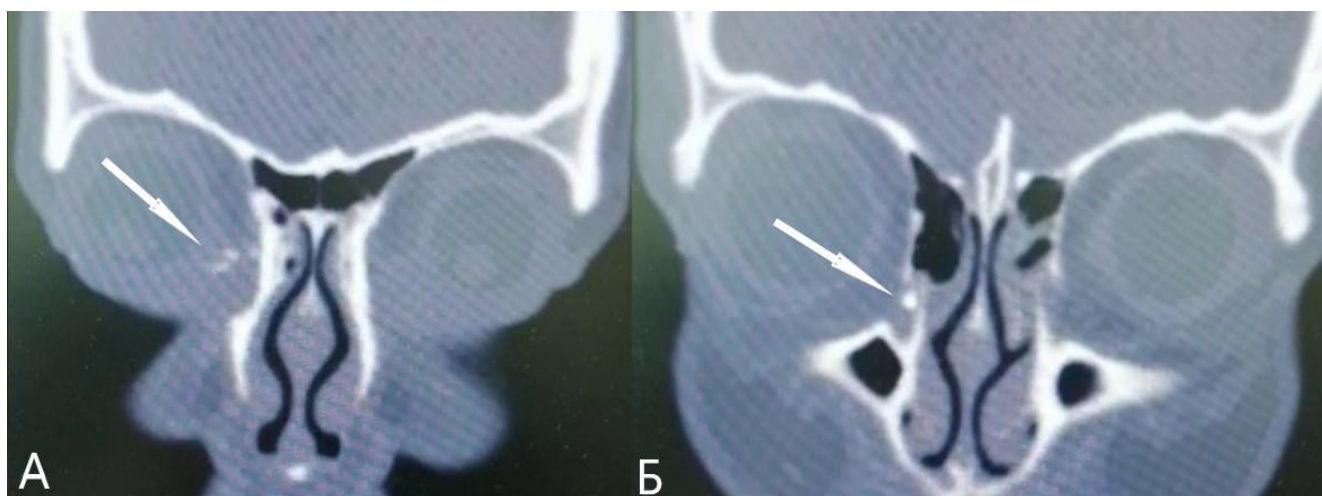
А, Б – КТ слезных путей с контрастом, коронарная проекция, определяется дефект контрастирования большей части слезного мешка справа (стрелка).
